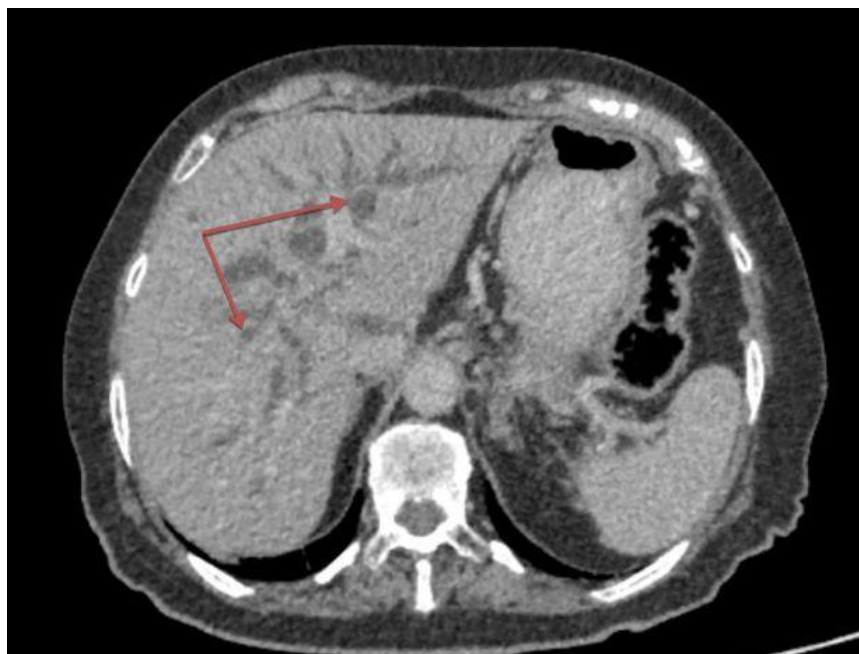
Компьютерная томография, аксиальная плоскость (стрелки – расширенные желчные протоки обеих долей печени)
